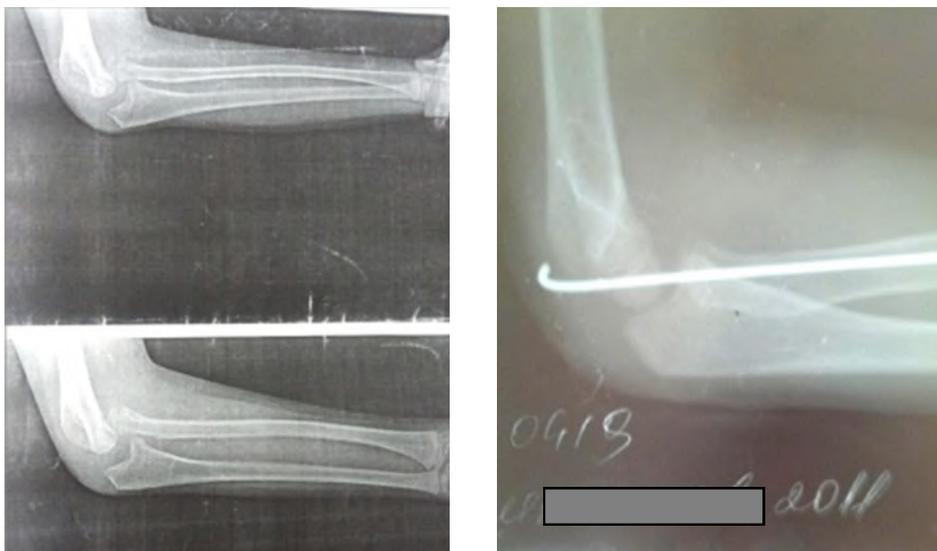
Рентгенограмма правого локтевого сустава больной З., 8 лет, до и после операции.
